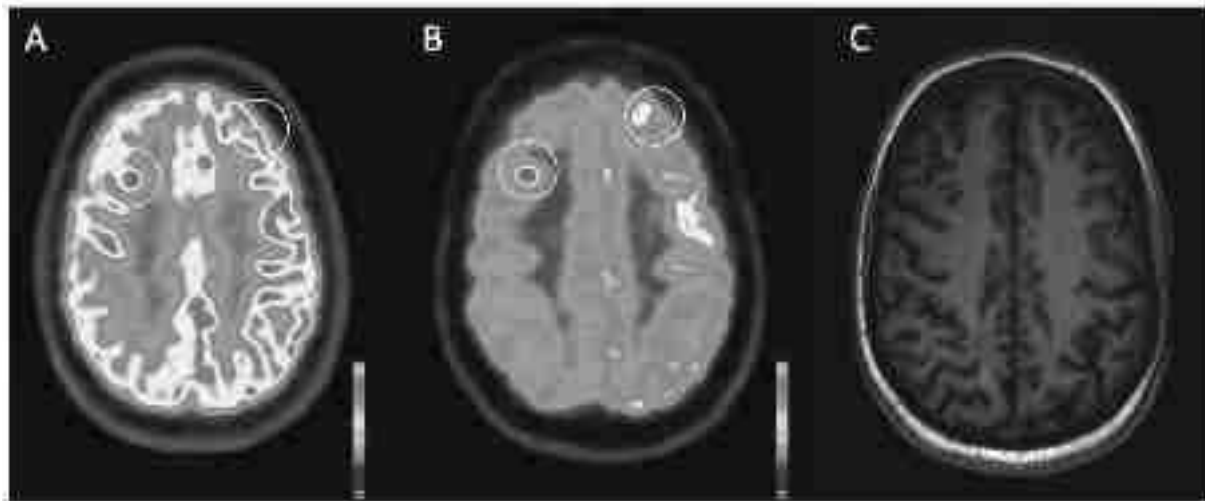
Délimitation d'une VOI tumorale et d'une VOI frontale corticale de référence sur les images axiales des acquisitions TEP à 30 minutes (A), à 4 heures (B) et l'IRM 3D T1 (sans injection).
